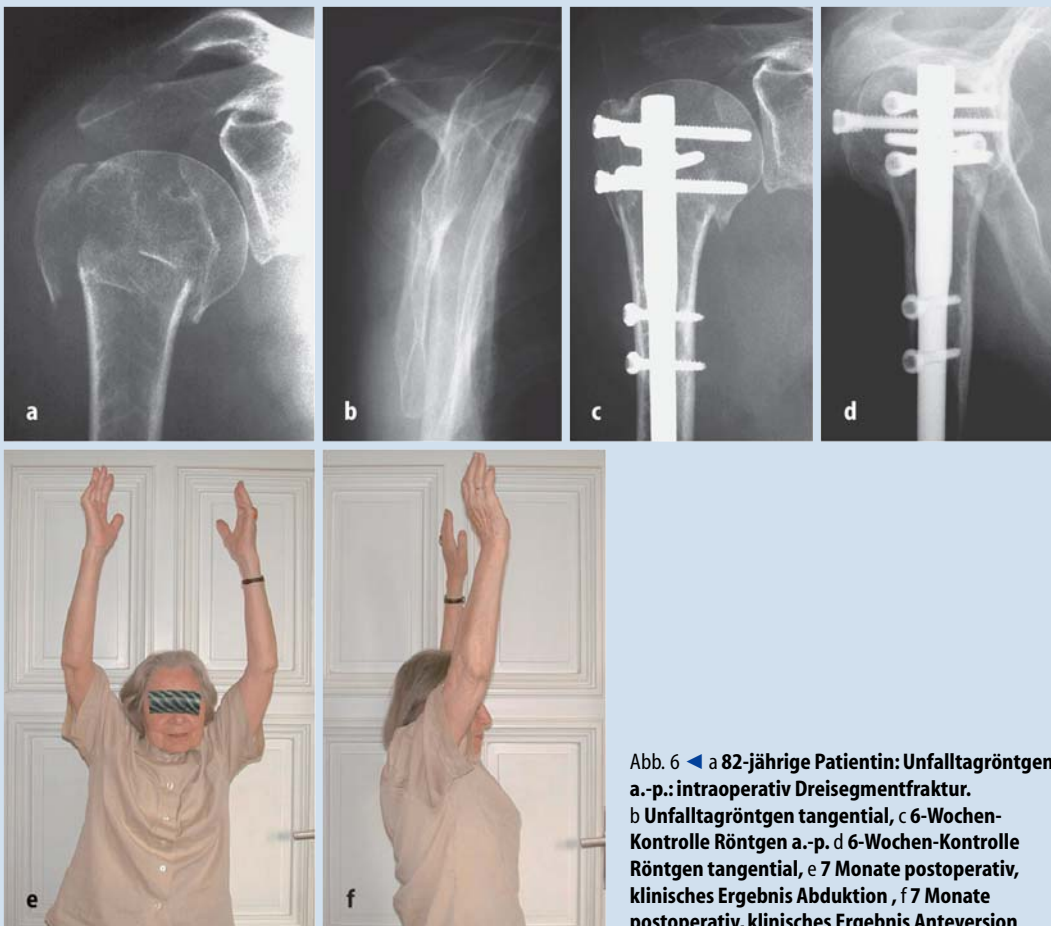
◀ a 82-jährige Patientin: Unfalltagröntgen a.-p.: intraoperativ Dreisegmentfraktur. b Unfalltagröntgen tangential, c 6-Wochen-Kontrolle Röntgen a.-p. d 6-Wochen-Kontrolle Röntgen tangential, e 7 Monate postoperativ, klinisches Ergebnis Abduktion, f 7 Monate postoperativ, klinisches Ergebnis Anteversion
